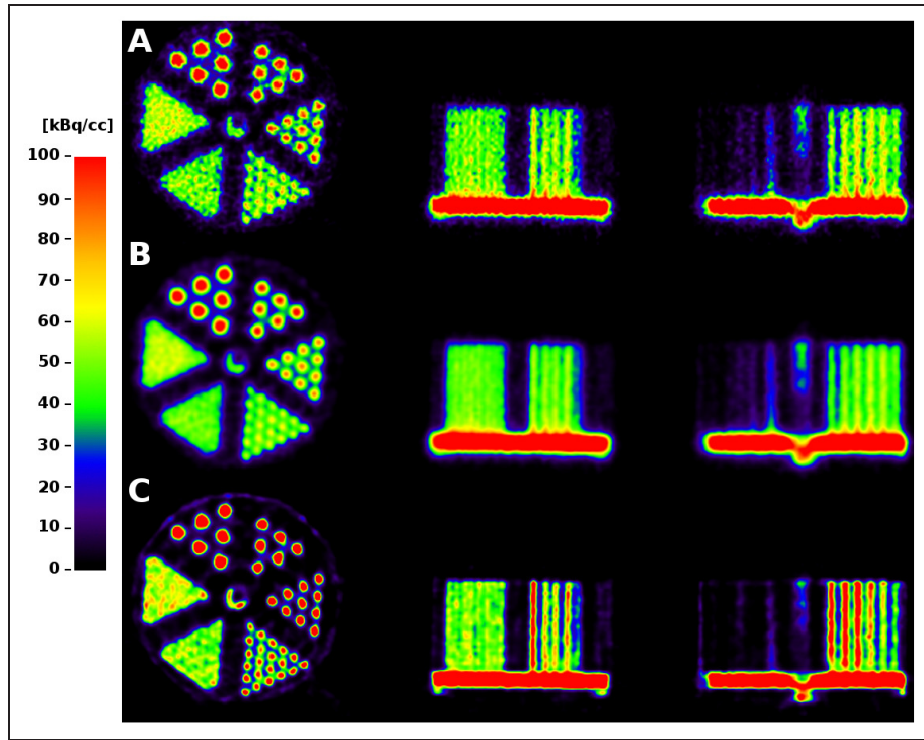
15 – Reconstruction du fantôme de résolution centré avec A : OP-OSEM (12 itérations de 16 sous-ensembles) et C : RM-OP-OSEM (40 itérations de 16 sous-ensembles). L'effet d'un post-lissage gaussien de LMH 2mm après reconstruction avec OP-OSEM est aussi illustré (B). Le nombre d'itérations a été choisi de façon à ce que les images ne soient pas visuellement différentes avec des itérations supplémentaires.
